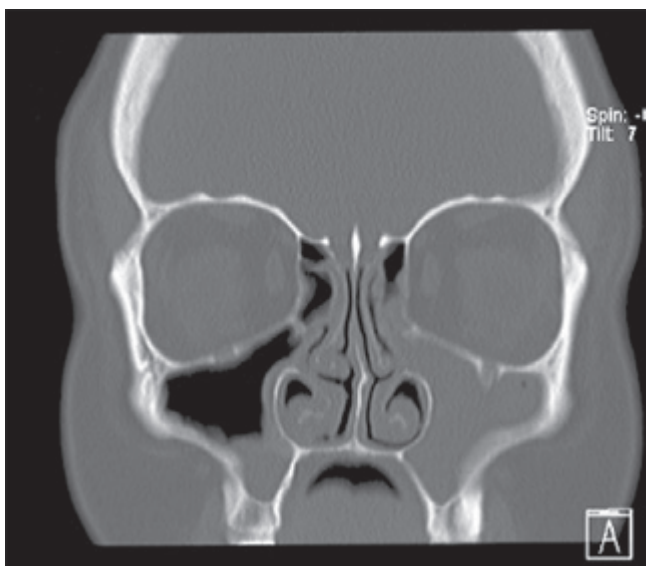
Imagen TC paciente con GPA (12).
